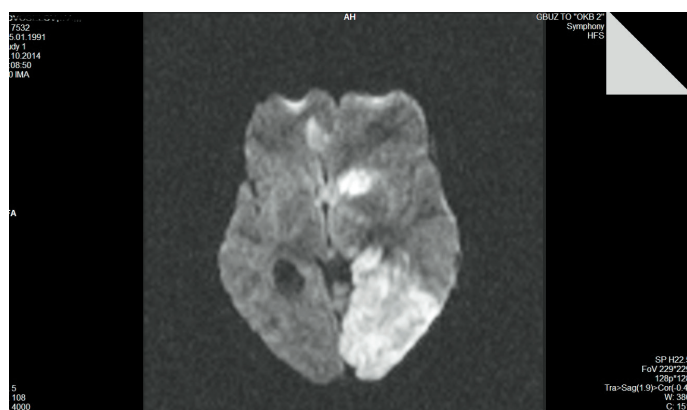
МРТ пациента Н., режим DWI b1000
